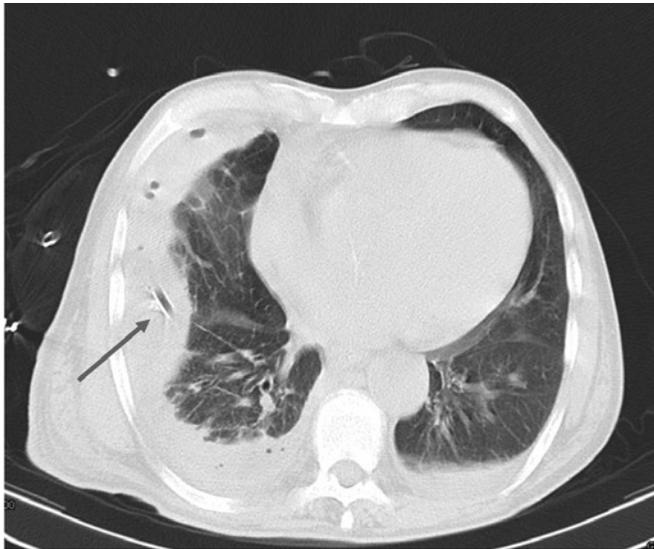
Tomografia computadorizada do tórax evidenciando derrame pleural direito com dreno torácico.
